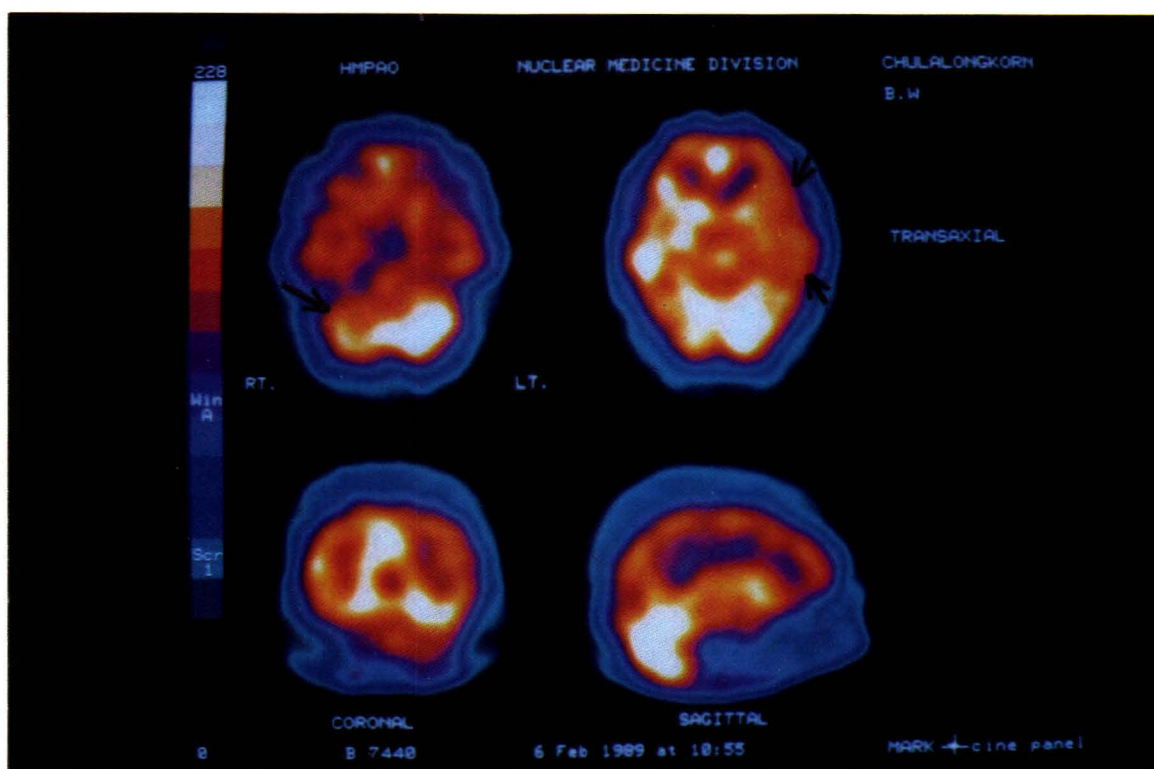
^{99m}Tc HMPAO study in a 26-year-old male patient with sudden onset of right hemiplegia utilizing SPECT (IGE 400 AC/Starcam system). Transaxial, sagittal and coronal slices are shown. Two areas of hypoperfusion are shown at left fronto-parietal lobe and right cerebellum (arrows). Four vessels angiogram, performed 1 week prior to this study was negative.
